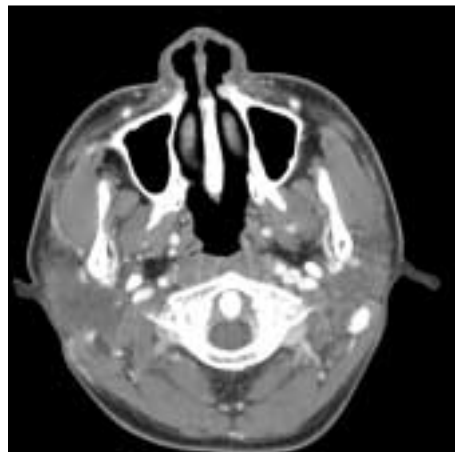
Axial view of computed tomography
